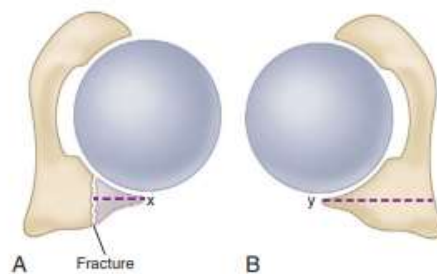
Method of Moed. A, Approximate medial-lateral dimension (depth) of fractured segment (X) is determined at level of greatest size of posterior wall fracture fragment. B, Percentage of depth size is calculated from ratio of measured depth of fractured segment to intact matched contralateral acetabular depth measured to medial extent of quadrilateral plate (Y) at level comparable to that used for measurement of fracture fragment. (Redrawn from Moed BR, Ajibade DA, Israel H: Computed tomography as a predictor of hip stability status in posterior wall fractures of the acetabulum, J Orthop Trauma 23:7, 2009.)
